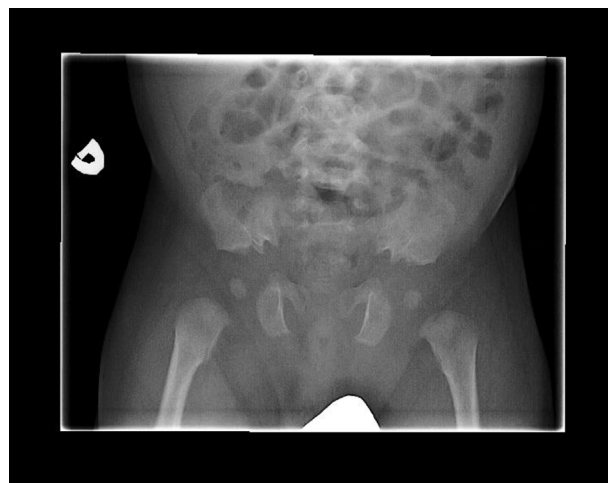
Radiographie des hanches : cotyles en trident, ischions larges et noyaux d'ossification des deux épiphyses fémorales supérieures déjà bien développés.
